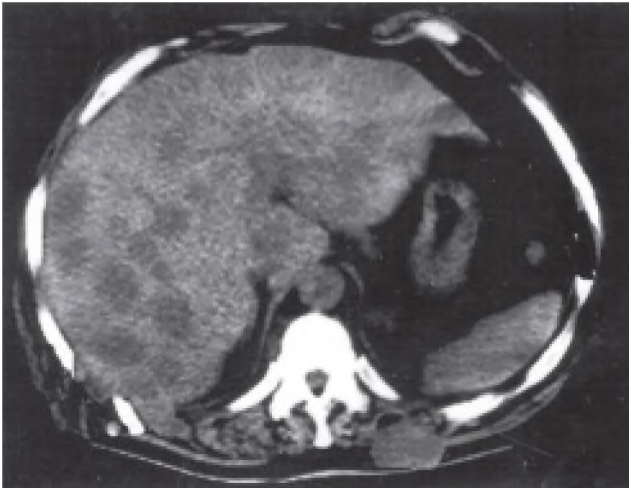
КТ печінки: множинний вузлуватий ПРП на фоні цирозу.
